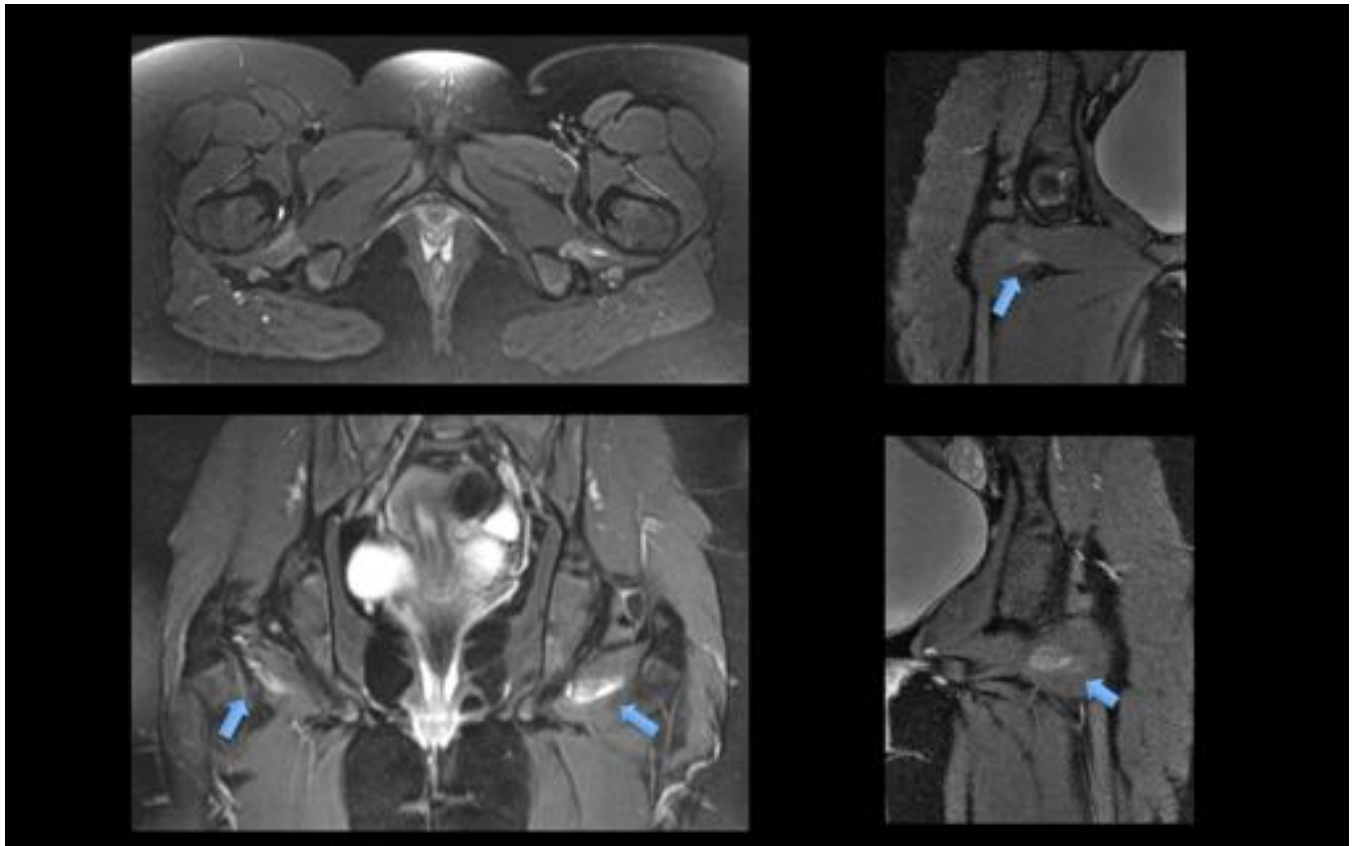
Atrapamiento ischiofemoral bilateral. Niña de 14 años que consulta por dolor y chasquido de cadera izda. Varios planos de RM DP FS: Mínimo engrosamiento y llamativo aumento de señal en la musculatura del cuadrado femoral de forma bilateral (flechas azules), más evidente en el lado izdo, en relación con edema, posiblemente por conflicto muscular dinámico. No existe significativa reducción del espacio.
